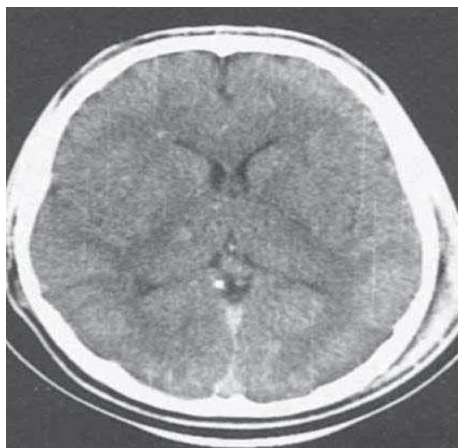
КТ головного мозга пациента Ч. без макроструктурных костно-травматических повреждений
